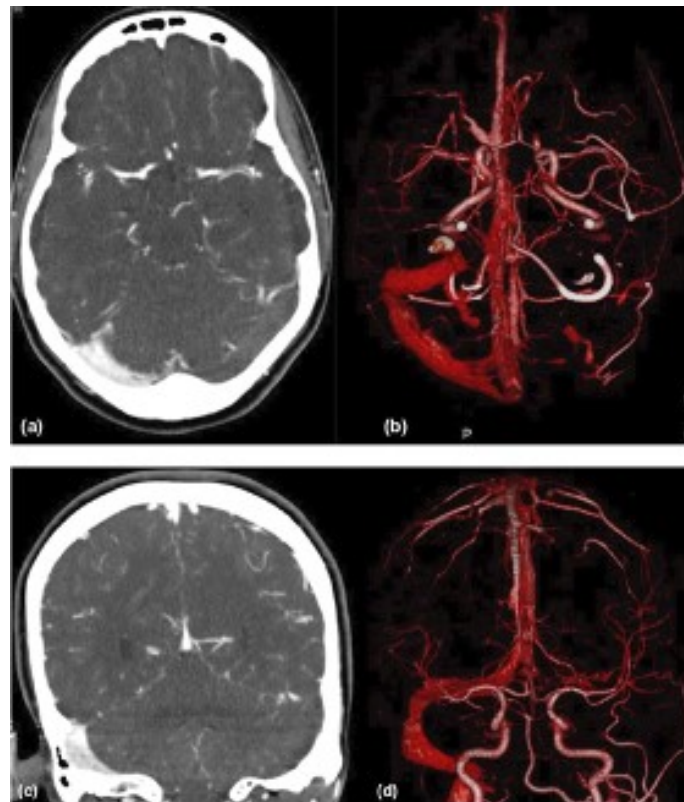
CT-Venographie und Rekonstruktion. Thrombus Sinus transversus links.
